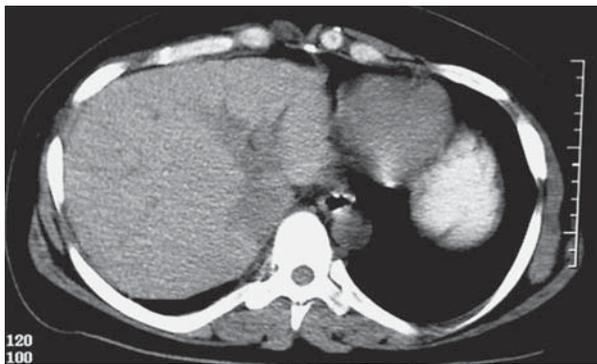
Компьютерная томограмма. Состояние через 6 мес после чрескожного миниинвазивного лечения.
